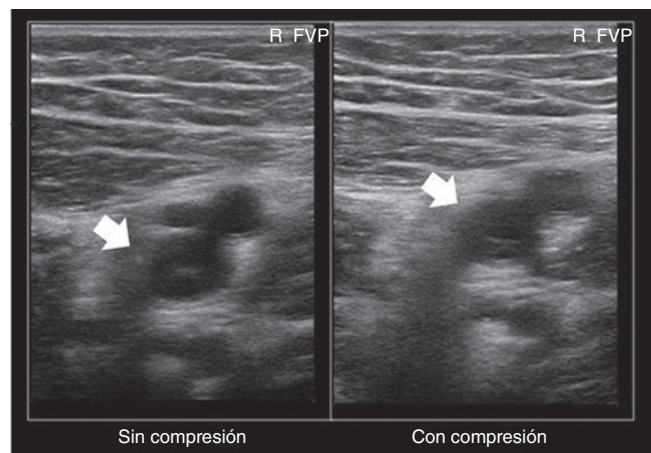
Ultrasonido en modo B de la vena femoral en corte transversal. La vena femoral no se colapsa con la compresión externa (flechas).
